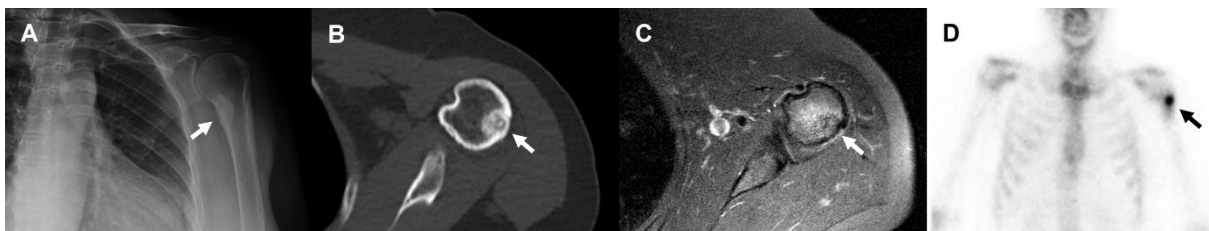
paciente masculino de 19 años con osteoma osteoide en húmero izquierdo. Imagen A: radiografía que muestra engrosamiento cortical externo del húmero proximal. Imagen B: tomografía que muestra una lesión con centro hipodenso y puntos hiperdensos (nido) rodeada de esclerosis periférica. Imagen C: resonancia magnética que evidencia extenso edema óseo y de partes blandas adyacentes. Imagen D: centellograma que muestra captación del radiotrazador en el húmero proximal izquierdo.
